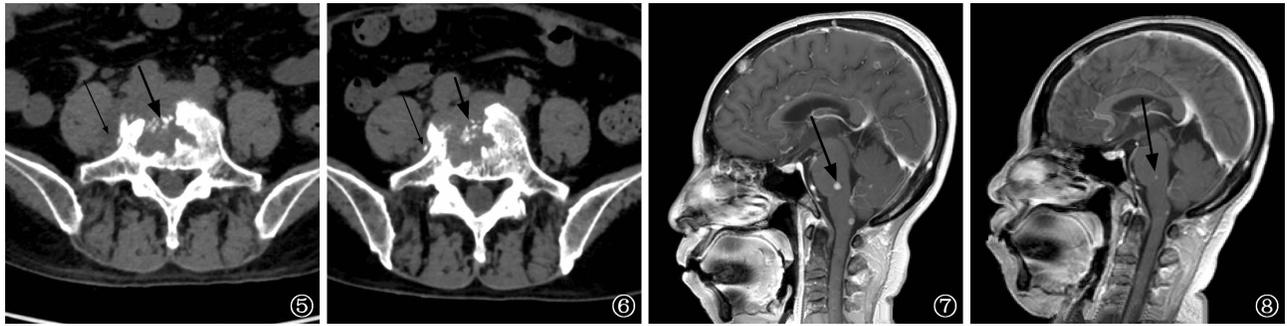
~6 患者,男,59 岁,腰痛伴发热。图 5 为 2021 年 5 月 24 日腰椎 CT 扫描,可见椎体骨质破坏,呈“虫蚀”样改变(粗箭),周边软组织肿胀(细箭);图 6 为 2021 年 8 月 11 日腰椎 CT 扫描,可见椎体骨质破坏未见改变(粗箭),椎体周边软组织肿胀有所减轻(细箭) 图 7~8 患者,女,50 岁,间断头痛、发热 2 周,神志障碍 3 d。图 7 为 2021 年 3 月 8 日头颅增强 MRI,可见脑实质内多发大小不等小结节状影呈斑点、结节强化,最大者位于脑干(箭),大小约 0.6 cm×0.6 cm;脑膜呈结节、点状强化。图 8 为 2021 年 7 月 20 日头颅增强 MRI,可见脑实质内多发结节状强化影明显减少,最大者(箭)明显缩小,脑膜呈结节、点状强化
